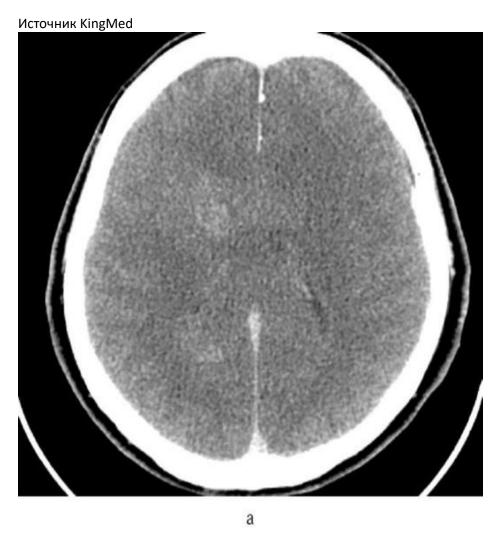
Диффузная глиома лобной и теменной долей головного мозга, характеризующаяся слабовыраженным контрастным усилением при компьютерной (а) и магнитно-резонансной томографии
